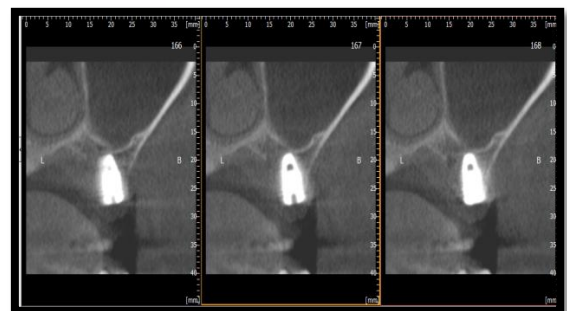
Corte sagital Cone Beam
